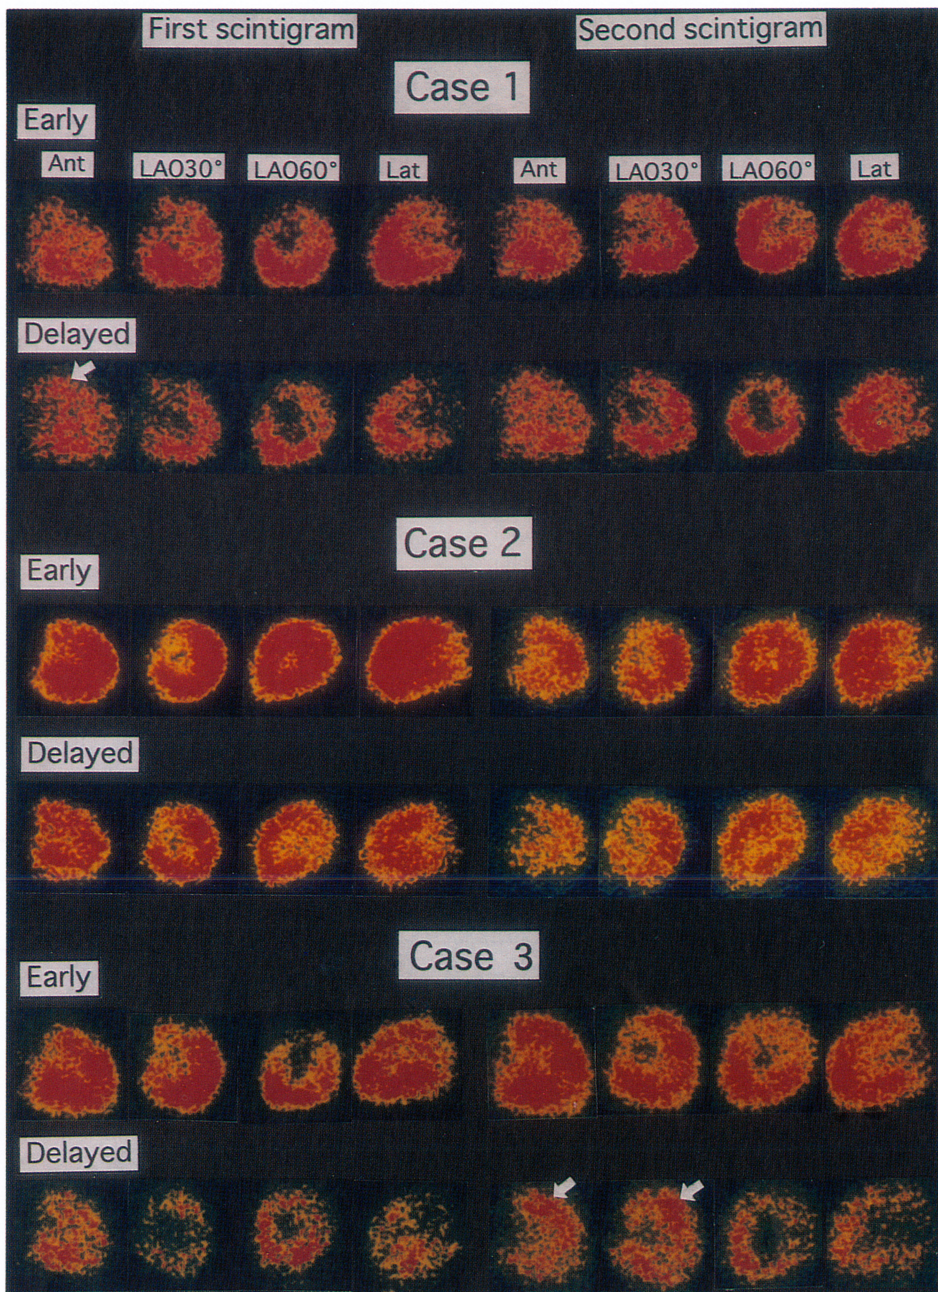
Exercise thallium-201 myocardial scintigram.
